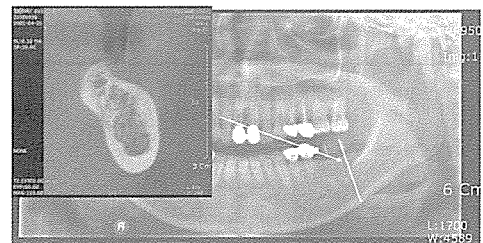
case 4: Panoramic view showing proper bone height, but CBCT image showing sharp crestal ridge, steep buccal shelf and prominent submandibular fossa
